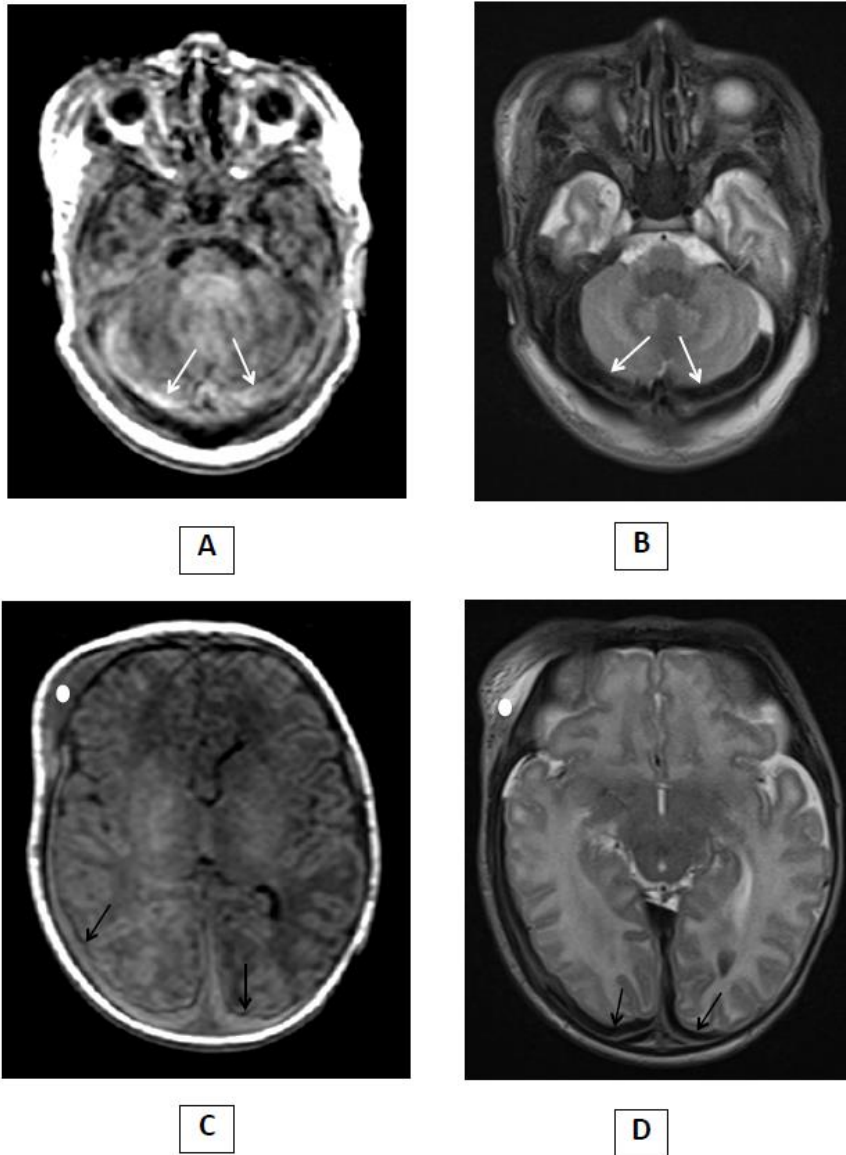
IRM d'HSD dans le cadre d'un accouchement traumatique (diagnostic différentiel de SBS).
